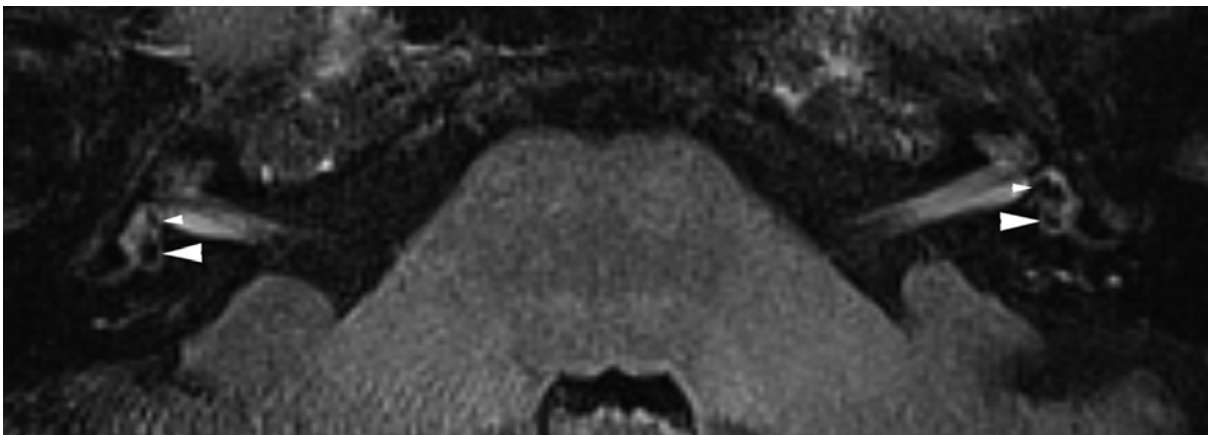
Une femme de 67 ans, ayant une MM probable confinée à l'oreille gauche. Image FLAIR 3D axiale des deux oreilles, 4 heures après administration intraveineuse d'une double dose de gadolinium au niveau de la partie inférieure du vestibule. Du côté droit, le saccule (petite pointe de flèche) et l'utricule (grande pointe de flèche) peuvent être discriminés séparément. Le saccule est situé en avant de l'utricule et est la plus petite des 2 structures du vestibule. Ce constat est normal. Du côté gauche, le saccule (petite pointe de flèche) est agrandi et est plus gros que l'utricule (grande pointe de flèche). Notez, cependant, que le saccule et l'utricule ne sont pas encore confluent. On peut comparer l'hydrops vestibulaire anormal du côté gauche avec la situation normale du côté droit.
